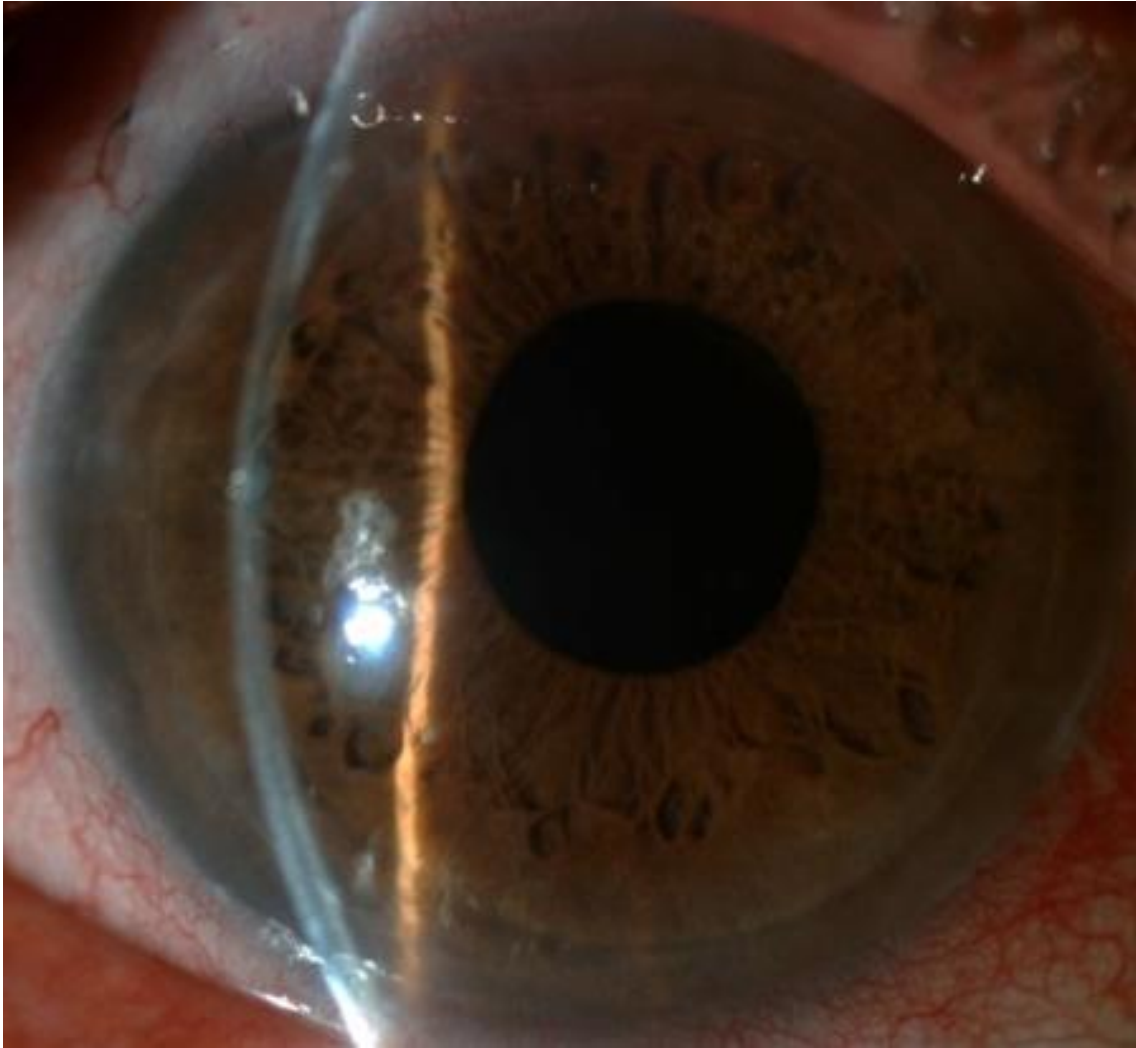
(Superior) Córnea operada de DSAEK. Se aprecia el injerto adherido a la parte posterior de la córnea. Al introducir estroma en el botón donante y no haber retirado nada de estroma en la córnea del receptor, se aprecia un escalón. (Inferior) Tomografía de coherencia óptica de la córnea mostrando el injerto adherido a la cara posterior de la córnea del huésped.
